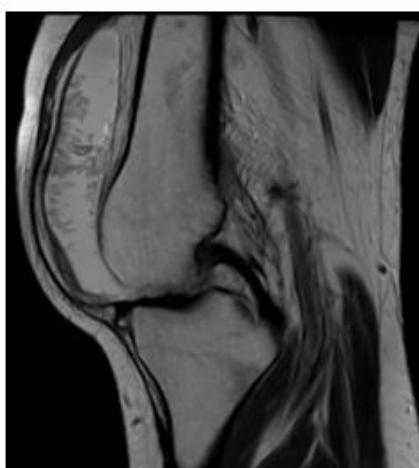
Ressonância magnética do joelho direito a evidenciar derrame articular de grande volume e proliferação vilosa da sinovial (figura 2A -sequência sagital ponderada em DP sem supressão de gordura) que exibe perda de sinal nas imagens com supressão de gordura (figura 2B - sequência sagital ponderada DP com supressão de gordura) compatível com proliferação sinovial de origem adiposa/lipomatosa.
